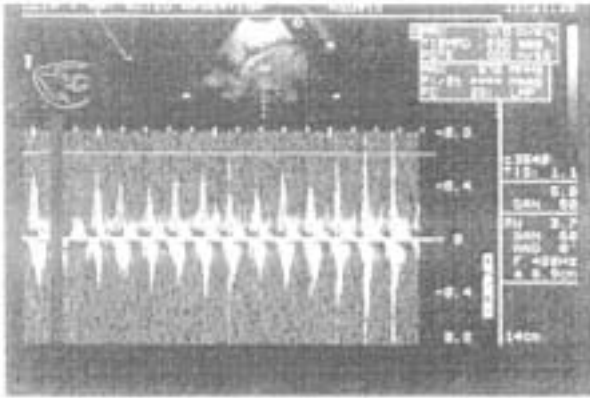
Doppler pulsado en arteria pulmonar a nivel del ductus arterioso con frecuencia de 261 latidos/minuto (caso 3).
